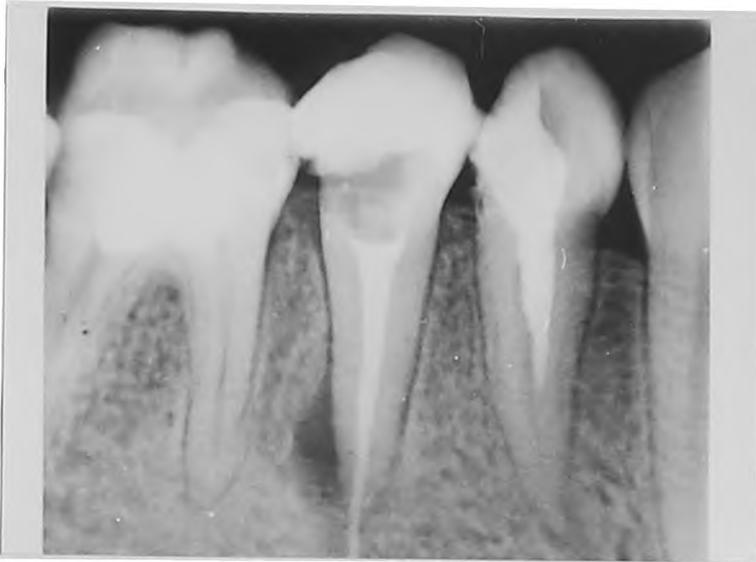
Рентгенограмма 35 зуба непосредственно после пломбирования корневого канала.
